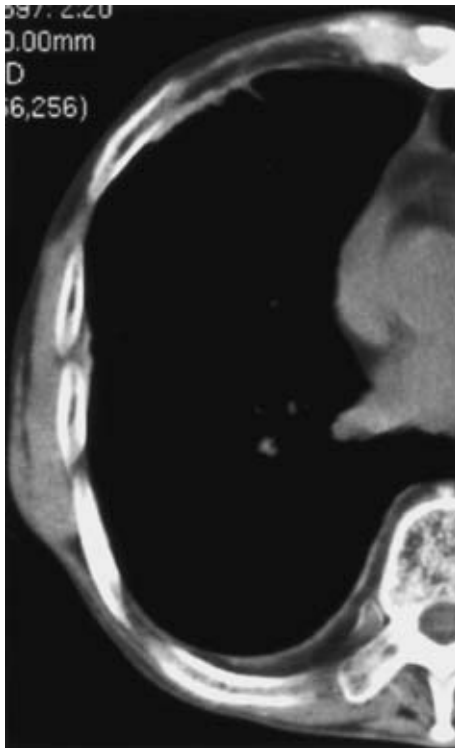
Chest computed tomography scan performed one year later, showing pleural thickening on the right.
